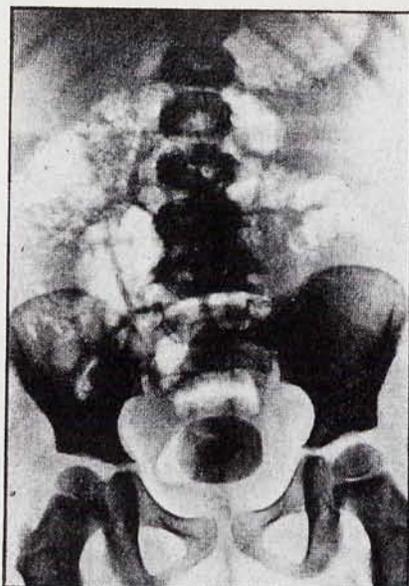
Niña de cuatro años de edad, que ingresa por presentar algias abdominales de dos años de evolución. Al practicar una radiografía simple de abdomen se visualizó un gran cálculo vesical. La composición química del mismo resultó ser cistínica.
